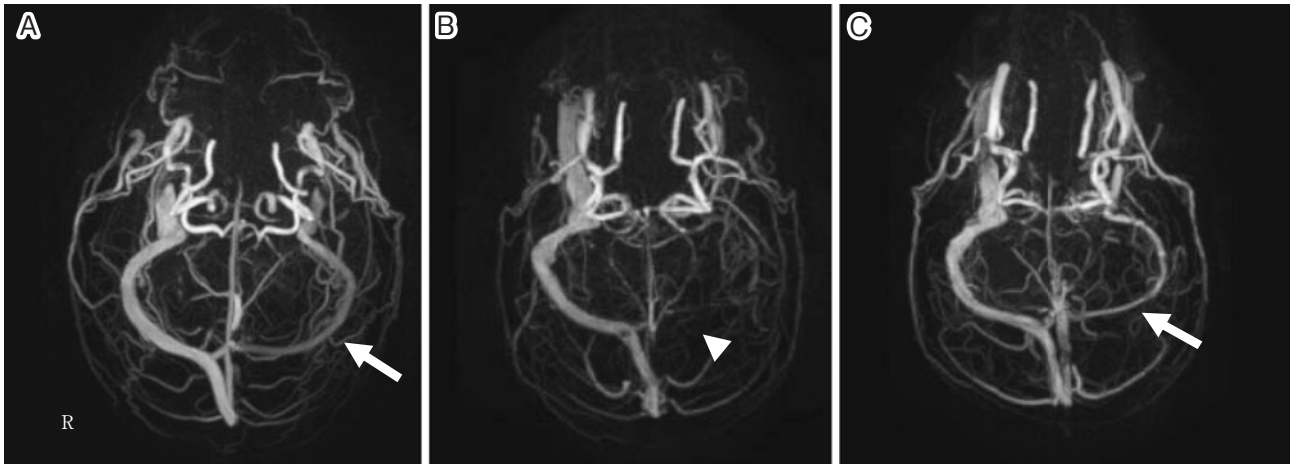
Magnetic resonance venography (MRV) of 3 patients.
